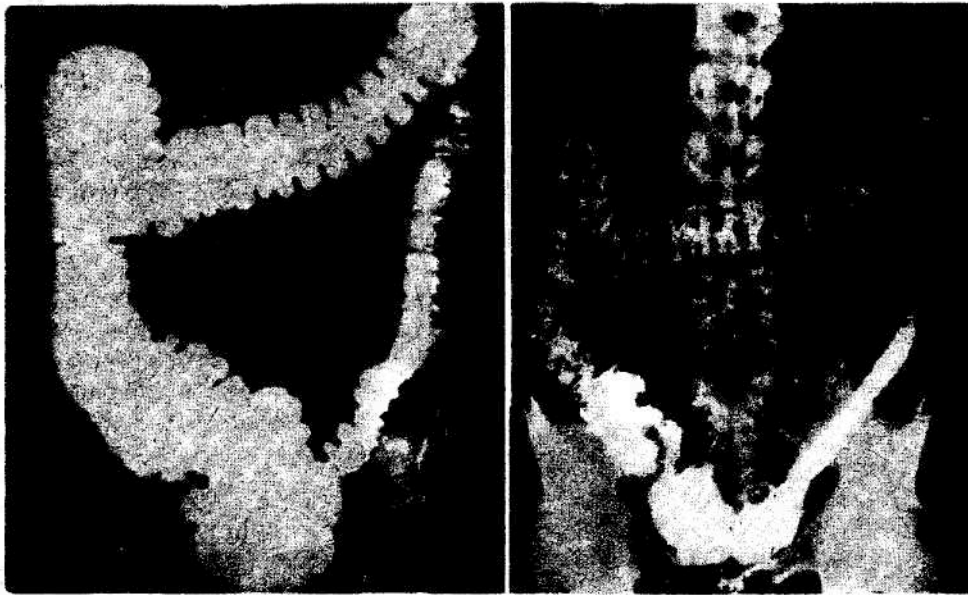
Рентгенограммы толстой кишки.
